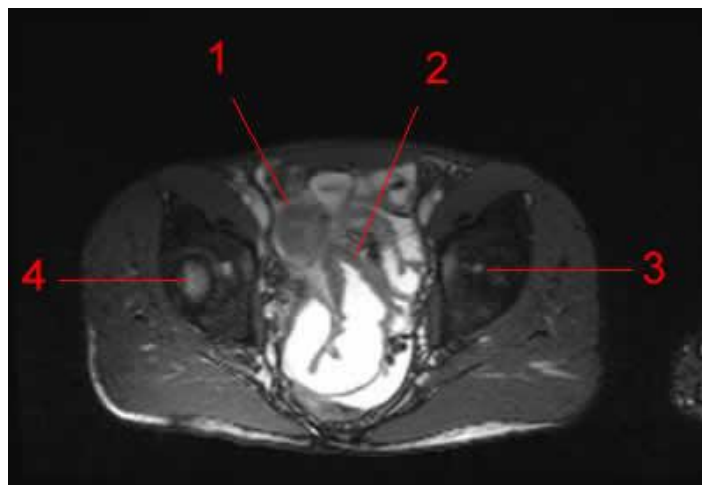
Entero-IRM. coupe axiale. Pondération T2 : 1, Caecum (paroi épaisse: atteinte par la maladie de Crohn). 2, Dernière anse intestinale grêle. (paroi épaisse: atteinte par la maladie de Crohn). 3, Tête fémorale gauche. 4, Tête fémorale droite.
